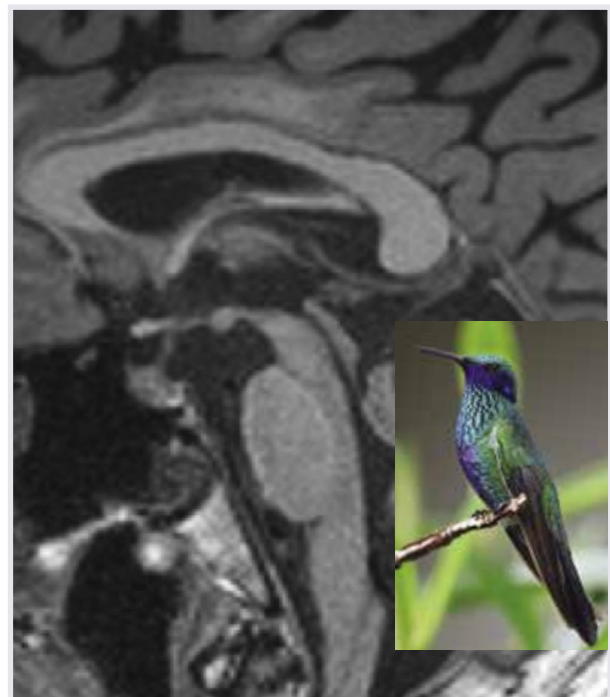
Progressive supranukleäre Parese: Im MRI zeigen sich charakteristische atrophe Veränderungen mit Betonung des Mesencephalons („humming bird sign“). Photo: Case courtesy of Assoc Prof Craig Hacking, Radiopaedia.org, rID: 76531
